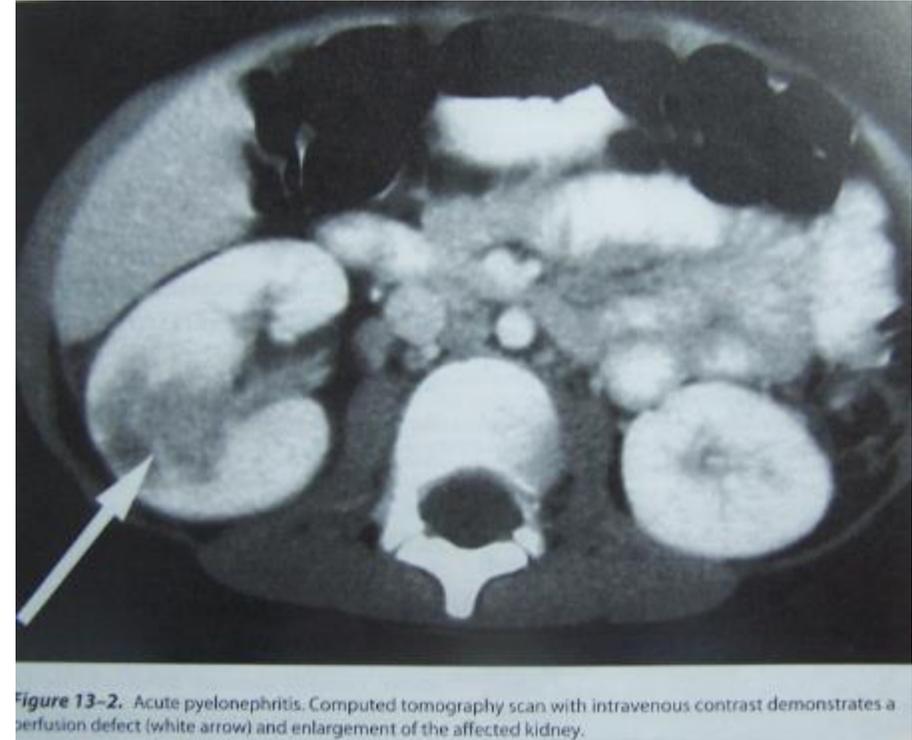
Acute pyelonephritis. Computed tomography scan with intravenous contrast demonstrates a perfusion defect (white arrow) and enlargement of the affected kidney.
